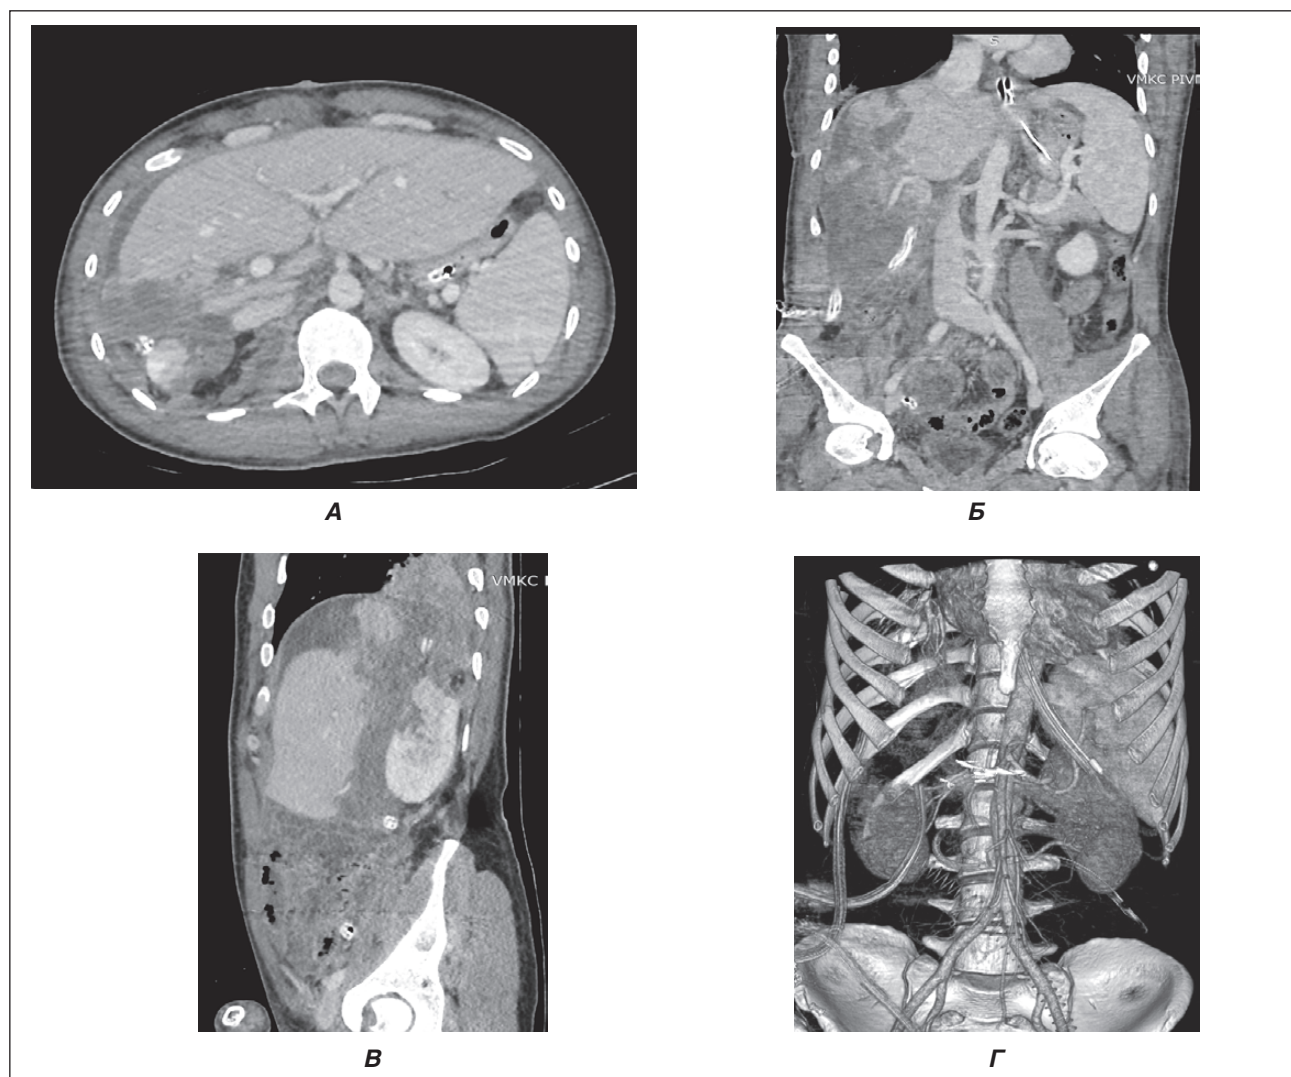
Результати МСКТ ОГК та ОЧП з контрастуванням наступної доби після надходження пораненого: вогнепальний перелом VIII ребра справа, посттравматичний пульмоніт нижньої частки правої легені, ознаки ушкодження Sg6, Sg7, Sg8 печінки, численні марлеві серветки навколо печінки, дефект верхнього полюса правої нирки, наявний дренаж у плевральній порожнині, дренаж у черевній порожнині, ознаки екстравазації контрасту. А — аксіальна площина; Б — коронарна проекція; В — сагітальна проекція; Г — 3D-моделювання
